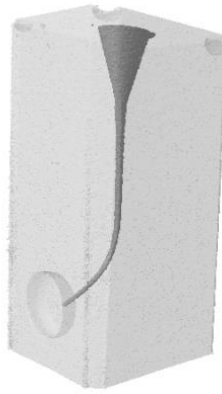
13: Imagem de um bloco de acrílico escaneado por microtomografia computadorizada e reconstruído.
